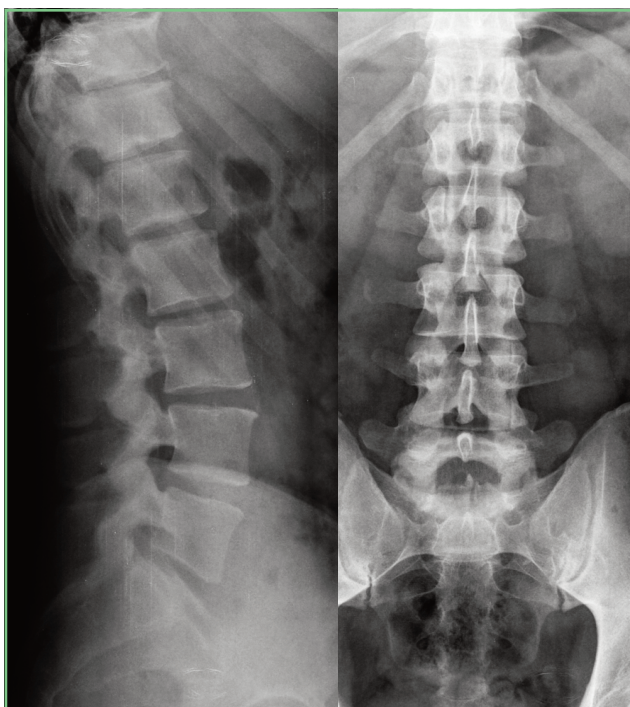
Radiografía de columna lumbar en proyecciones anteroposterior y lateral.
